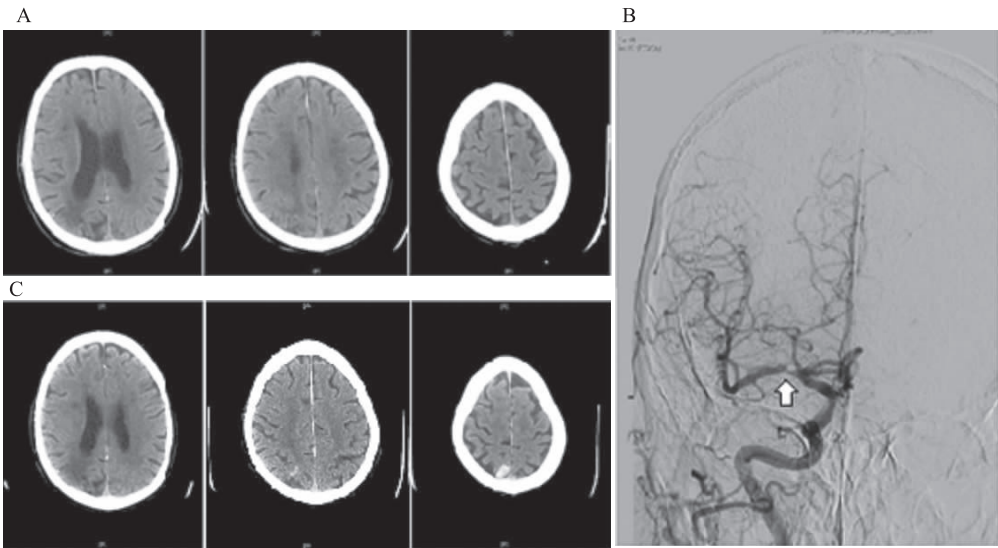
A 为溶栓前 CT;B 为溶栓后 CT 复查;C 为入院后全脑血管造影术见右侧大脑中动脉 M1 段重度狭窄(如箭头所示)
